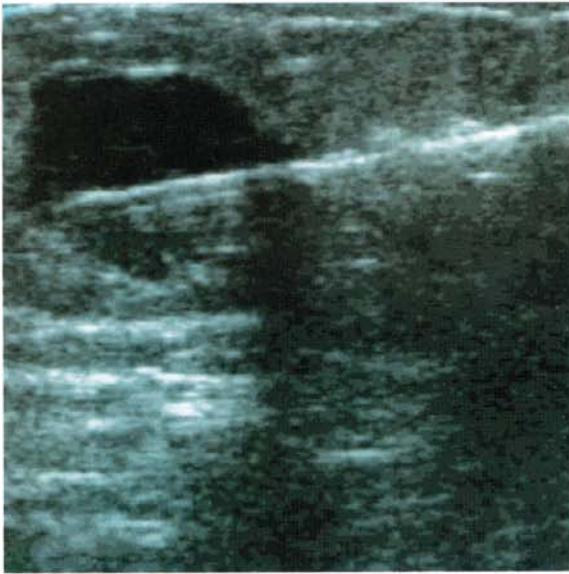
Biopsia de mama guiada por ecografía; se observa aguja (flechas) ingresando a la lesión, para obtener muestra adecuada.
